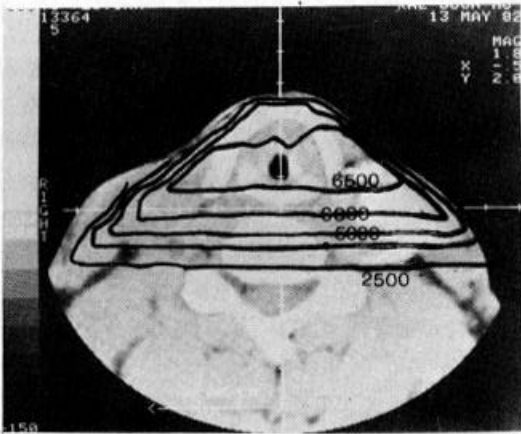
Isodose distribution curve before CT-aided treatment planning. Note the more irradiation dose of the surrounding normal soft tissue and spinal cord than Fig. 2.
